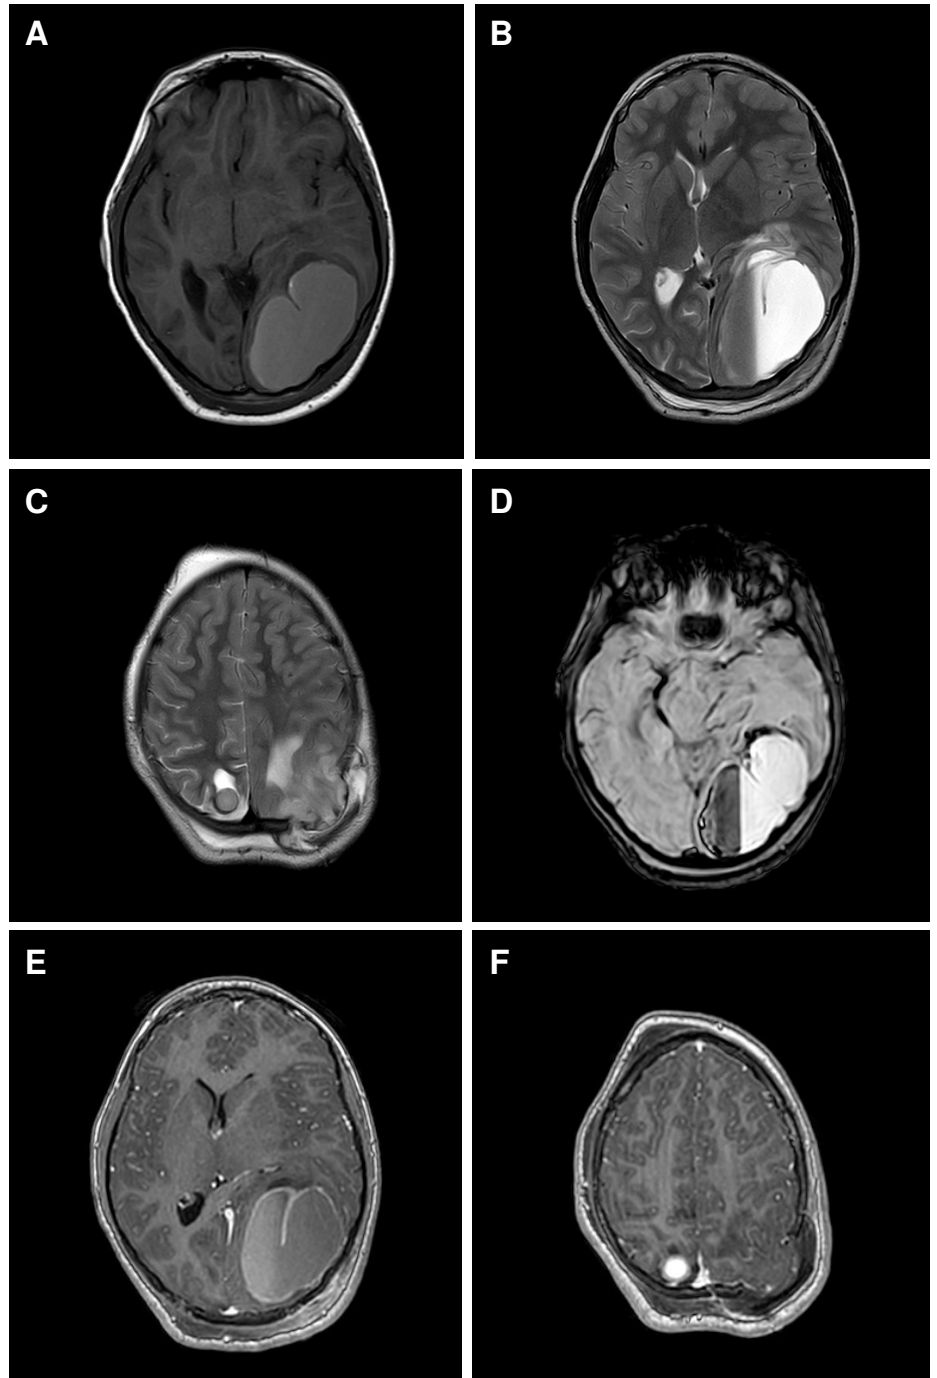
Resonancia magnética neural cerebral después de la craneotomía, cortes axiales. A. Secuencia T1 en la que se observan lesiones quísticas gigantes en el cuadrante posterior izquierdo de 7 x 4,5 cm, tabicadas y con efecto compresivo. B. Secuencia T2 en la que se aprecian lesiones quísticas gigantes en el cuadrante posterior izquierdo y ligero edema perilesional. C. Secuencia T2 que evidencia lesión quística hemorrágica redondeada de 13 x 12 mm en el lóbulo occipital derecho, con herniación del parénquima cerebral a través de craneotomía parietal izquierda. D. Secuencia de sensibilidad en la que se observa la lesión quística parieto-occipital izquierda con contenido hemorrágico. E. y F. Secuencia T1 con gadolinio en la que se observan las lesiones con captación de la pared quística
